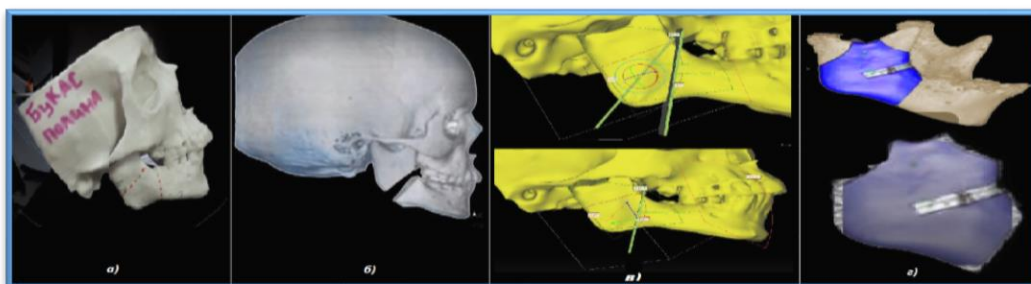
Этапы трехмерного моделирования ДО нижней челюсти: а - получение трехмерной модели черепа на основании данных МСКТ; б - проведение виртуальной остеотомии нижней челюсти и перемещение зубосодержащего фрагмента в желаемое положение; в - автоматический расчет возможных траекторий дистракции; г - моделирование хирургического шаблона.
